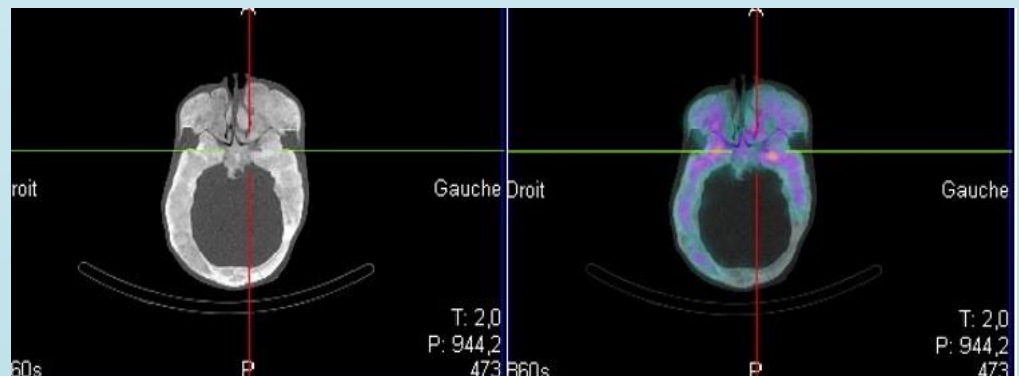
coupe axiale TEMP/TDM
